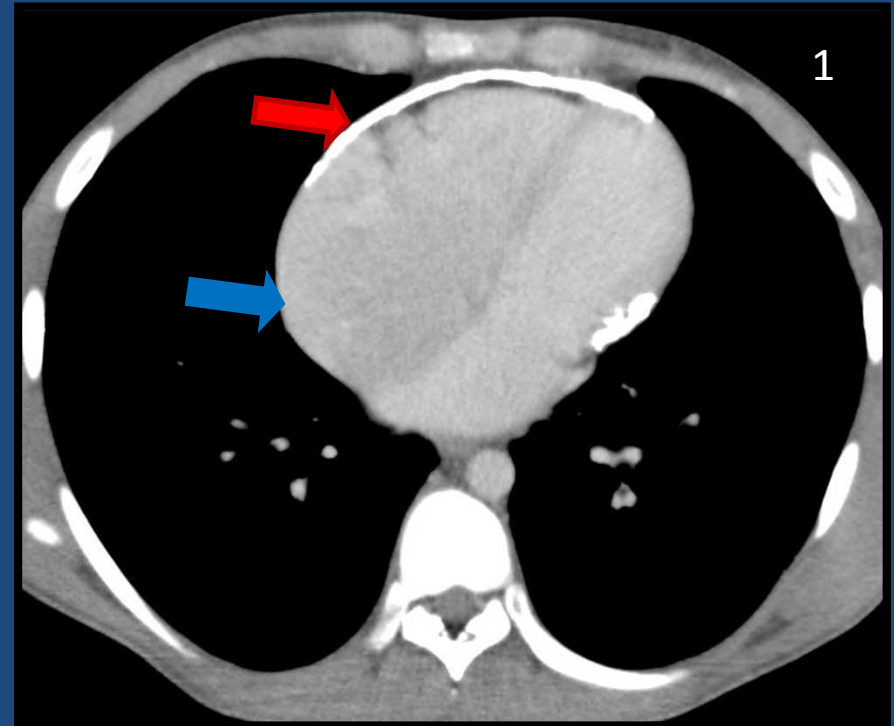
TC en reconstrucción axial que muestra el pericardio rodeado por una banda densa de calcio (flecha roja) y las cavidades derechas aumentadas de tamaño (flecha amarilla).
